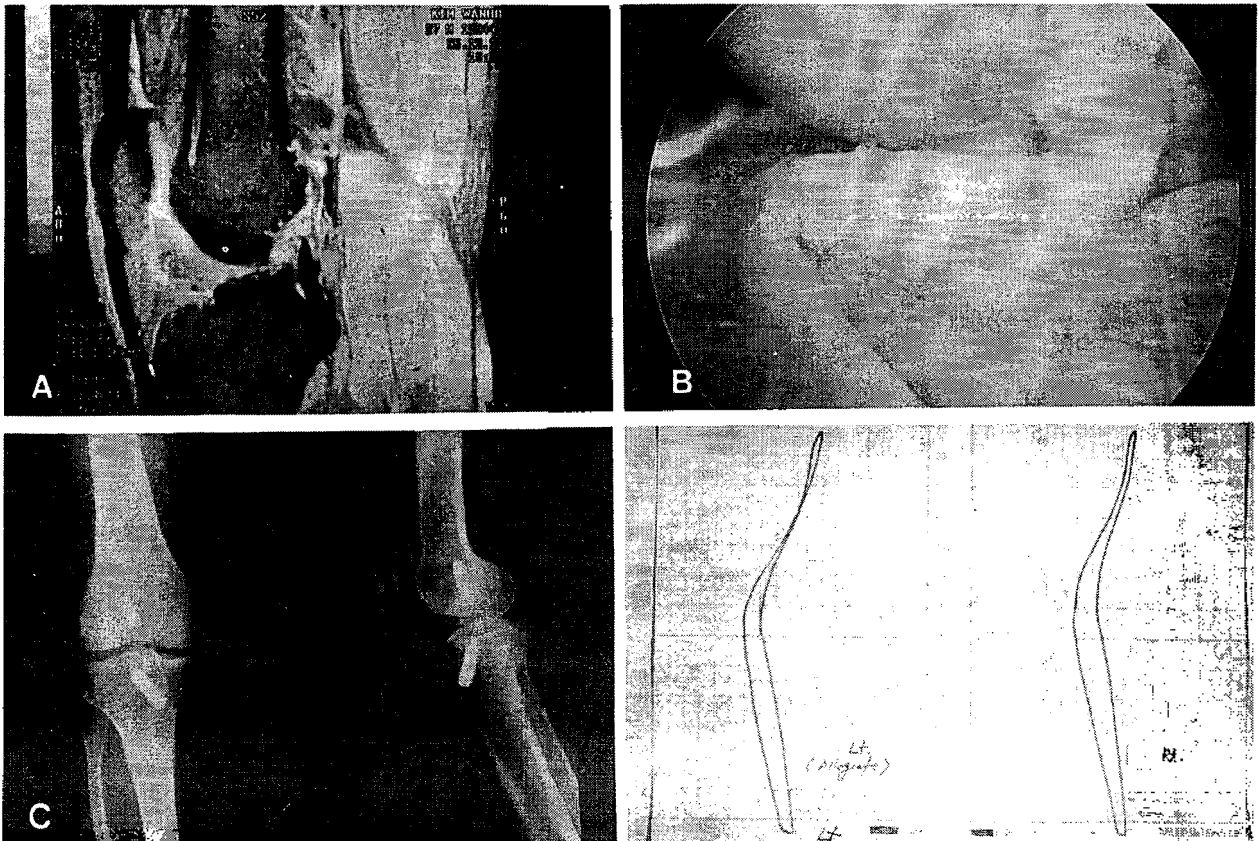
Preoperative MR imaging showed completely ruptured ACL at femoral attachment. He suffered from left knee pain and instability.
